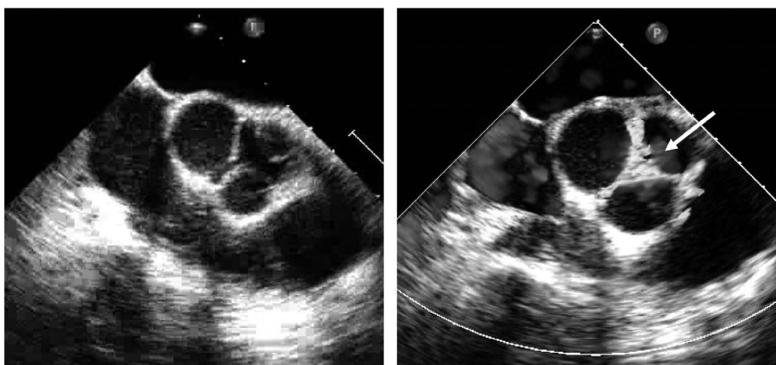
経食道心エコー；弁は三尖で疣贅や穿孔、リウマチ性変化は見られず、弁尖の接合不全から逆流が生じていた（矢印（→））。
